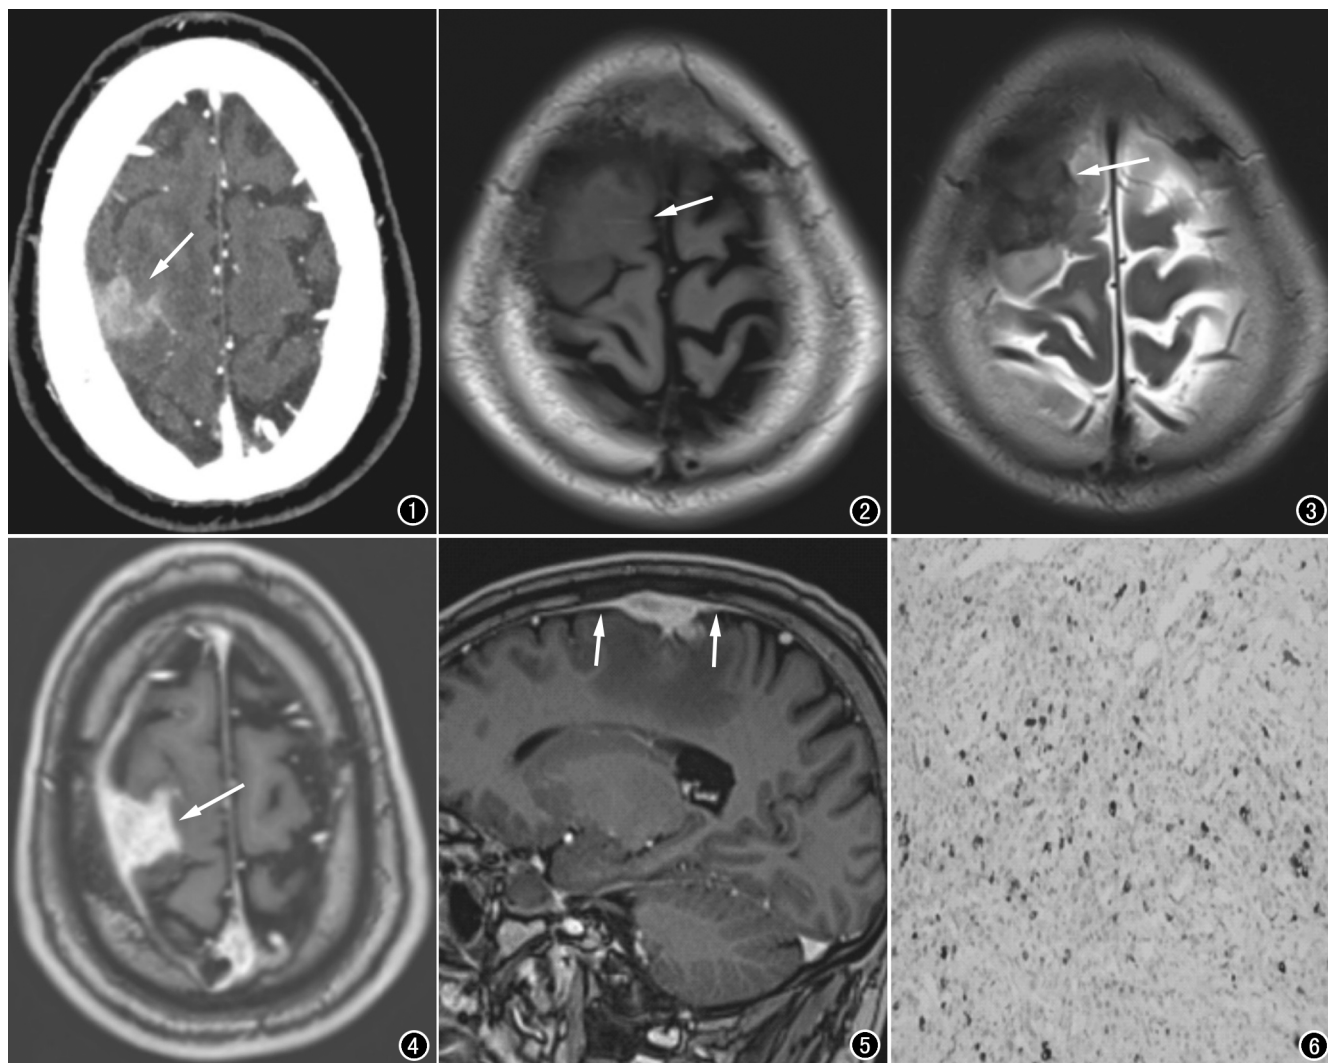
CT增强图像示右侧额顶部不均匀强化团块影(箭),与邻近脑组织分界模糊。图2 轴面 T_1 WI 图像示右侧顶部等信号肿块影,边界不清,邻近颅骨板障呈低信号(箭)。图3 轴面 T_2 WI 图像示右侧顶部稍低信号肿块影(箭),周围脑组织水肿。图4 轴面 T_1 增强图像示右侧顶部脑膜肿块明显强化,形态不规则(箭)。图5 矢状面 T_1 增强图像示右侧顶部肿块前后缘脑膜增厚并强化,形成脑膜尾征(箭)。图6 免疫组化图像($\times 200$),IgG4 细胞数量 >50 个/HPF。
